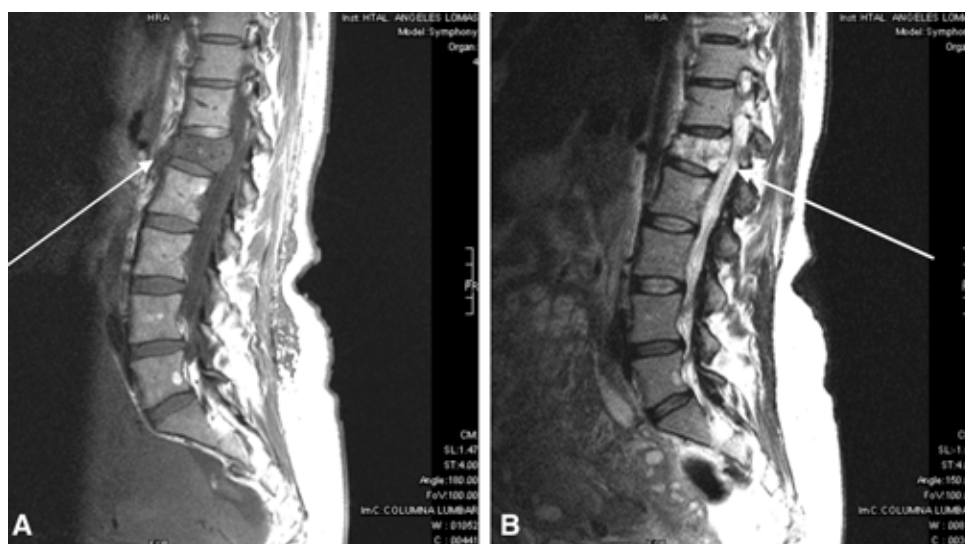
RM a nivel de L-1 (A) en T1 baja señal y (B) en T2 alta señal, característica de los hemangiomas sintomáticos.
